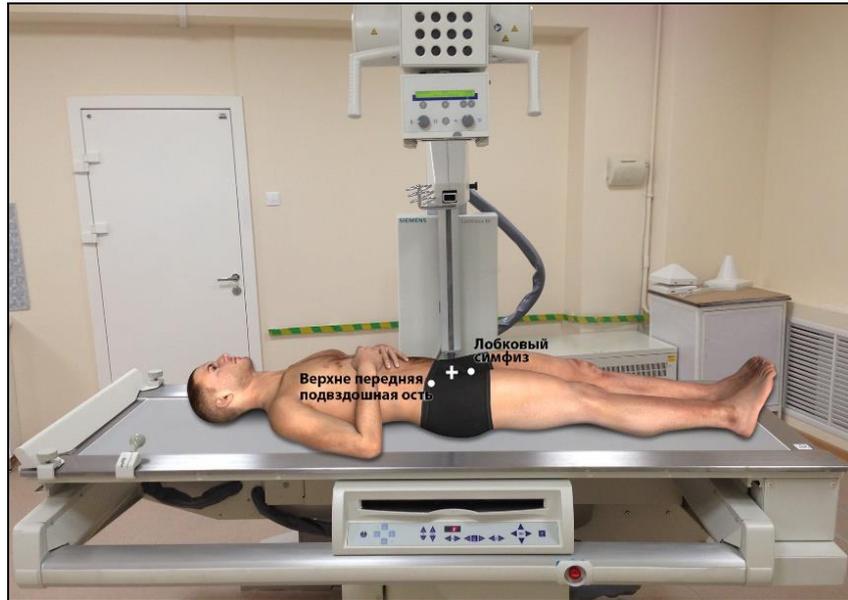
Техника выполнения рентгенографии тазобедренного сустава в прямой (передне-задней) проекции
